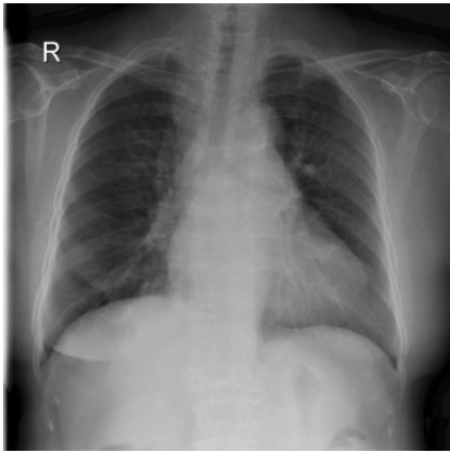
Chest PA shows no definite abnormalities, but chest CT scan shows 3 cm sized mass (arrow) in the right lower lobe.
